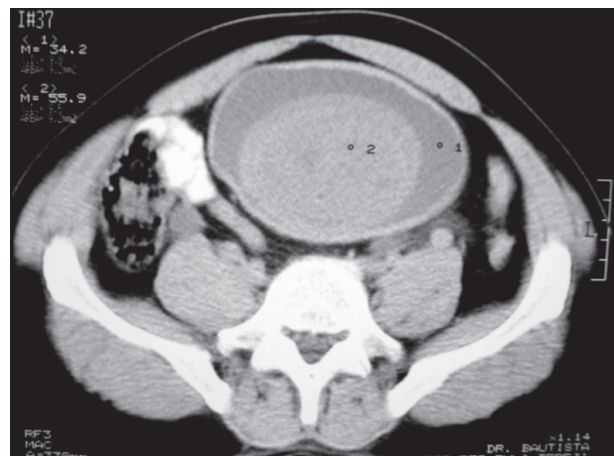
TC que evidencia la tumoración vesical.
